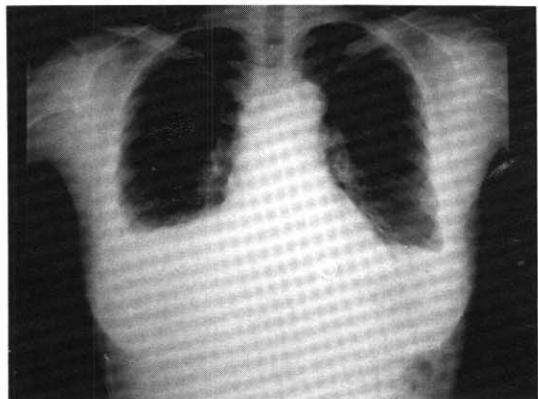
Chest radiography shows both sides of pleural effusion.
